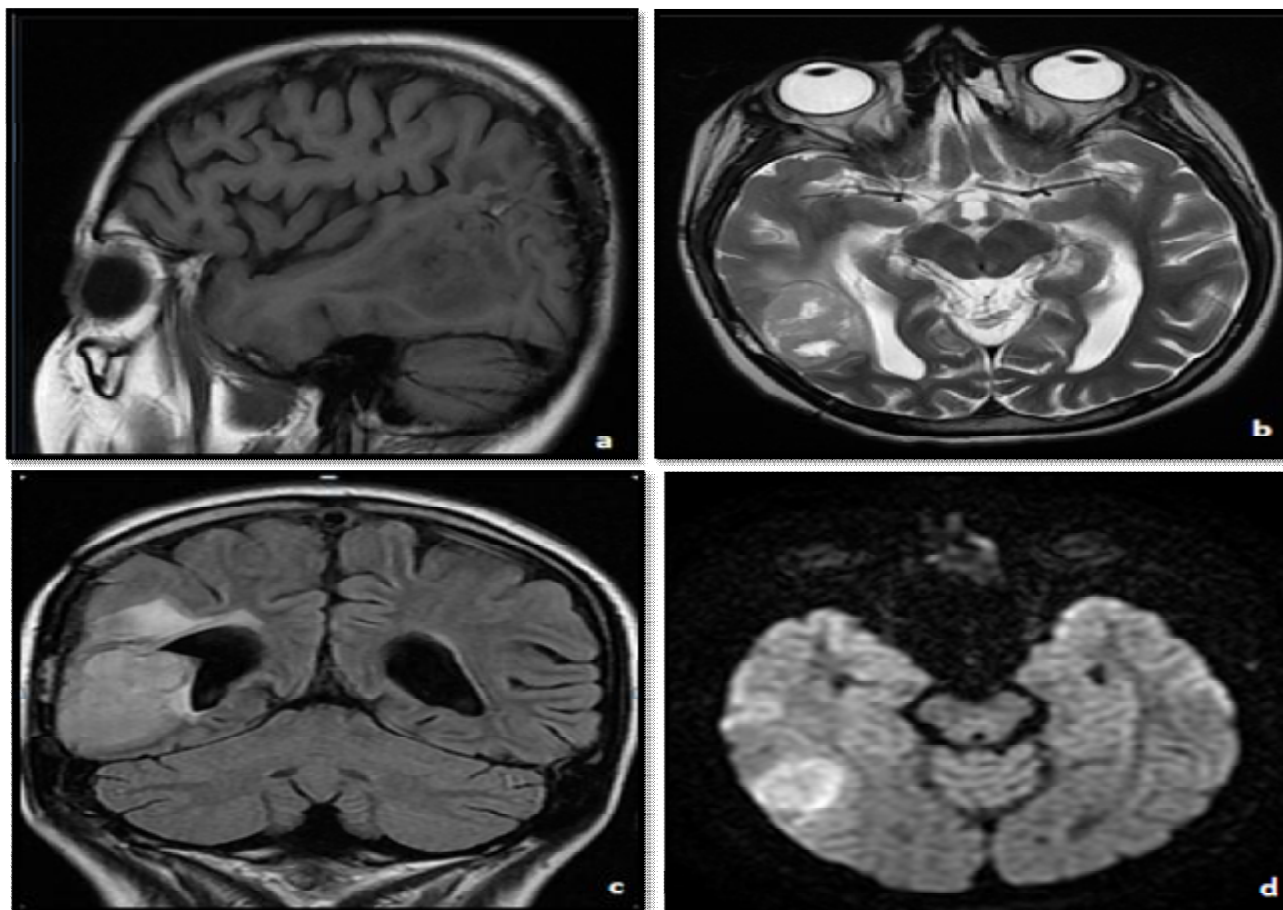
Coupes IRM mettant en évidence la présence d'une tumeur intraaxiale sus-tentorielle à limites nettes irrégulières, hypointense en pondération T1 (a), hyperintense en pondération T2 (b) et FLAIR (c). Elle prend le contraste de façon intense et hétérogène (d). L'imagerie est évocatrice d'une tumeur gliale de haut grade. L'examen anatomopathologique est en faveur d'un épendymome de grade II. [Service de radiologie-CHU Hassan II de Fès].
